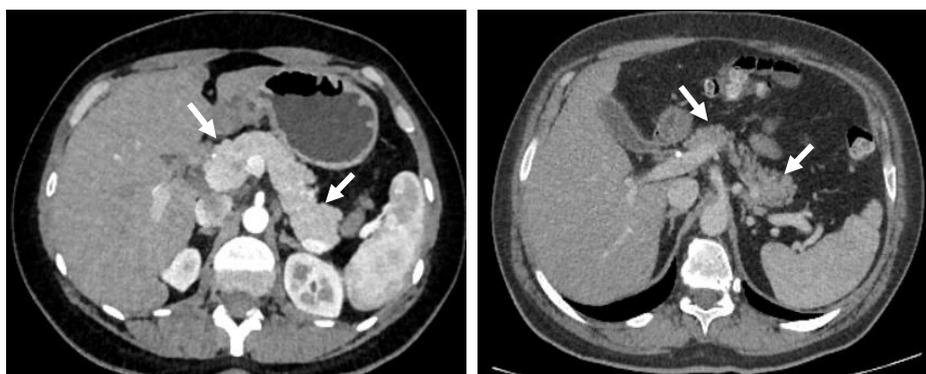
Компьютерные томограммы в аксиальной плоскости. КТ-картина ПЖ у пациентов с клинико-лабораторными признаками раннего ХП и разным состоянием ее паренхимы. Стрелками показана ПЖ.
